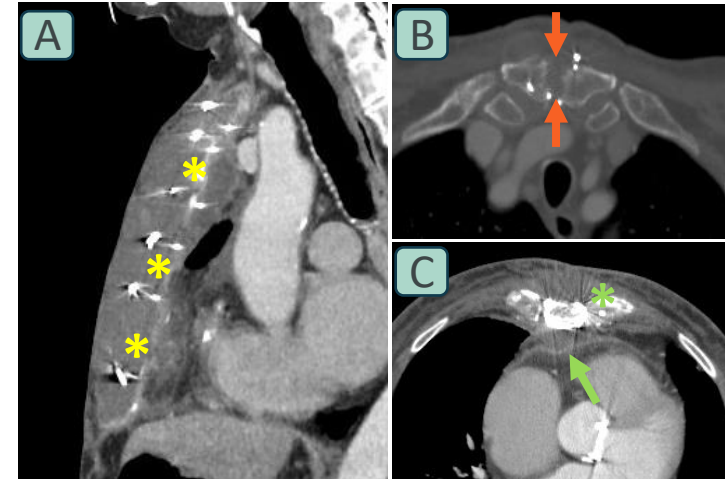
Hallazgos característicos en la mediastinitis aguda postquirúrgica tras esternotomía media. TC torácica con contraste, con reconstrucción sagital (A) y cortes axiales (B, C), en tres pacientes. (A) Aumento difuso de partes blandas a lo largo de todo el esternón, siguiendo el trayecto de las suturas (asteriscos amarillos). (B) Separación de los bordes esternales (flechas naranjas). (C) Colección retroesternal de pequeño tamaño con realce periférico (flecha verde) asociada a aumento de partes blandas preesternal (asterisco verde).
